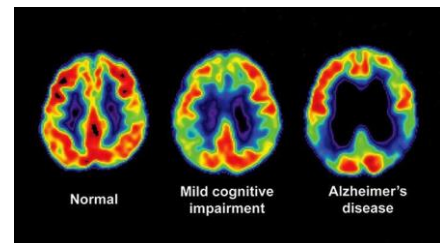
PET-Scan von drei verschiedenen Hirnen von Patienten mit unterschiedlichen Krankheitsbildern im normalen Aktivierungszustand. Rauf, 2019.
